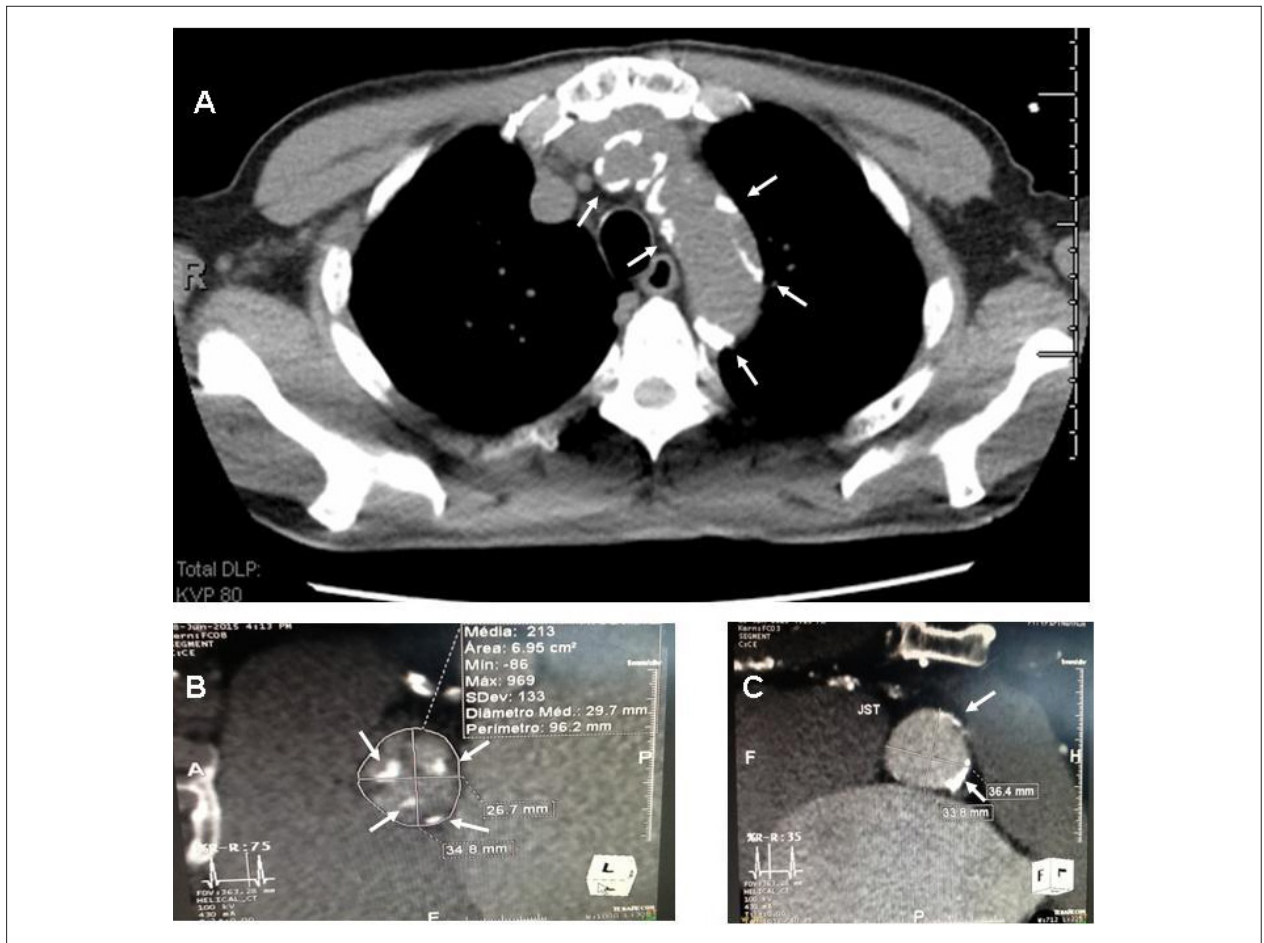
Tomografia computadorizada de tórax demonstrando intensa calcificação da aorta ascendente (A), valva aórtica (B) e junção sinotubular (C). Medidas do diâmetro valvar (A) utilizada para definição do tamanho da prótese e da junção sinotubular (B).
